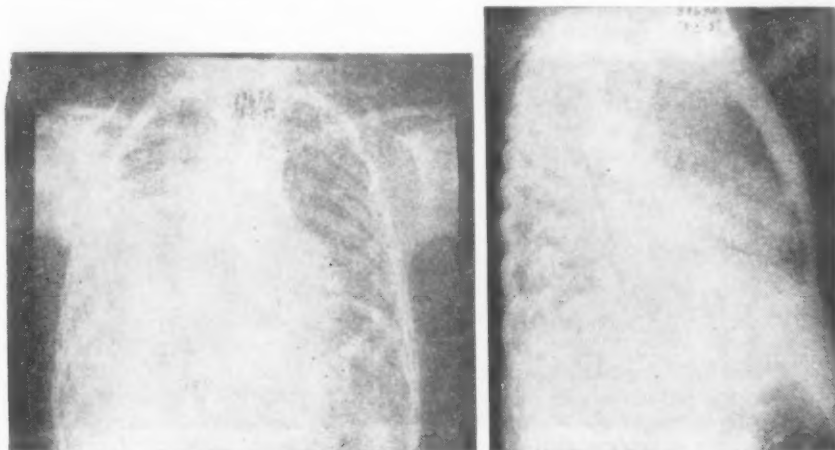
Radiografía pulmonar antes del tratamiento. Imágenes difusas de condensación en ambos campos. Condensación pleuro pulmonar lóbulo inferior derecho. (L. A. A. Obs. 87671).
